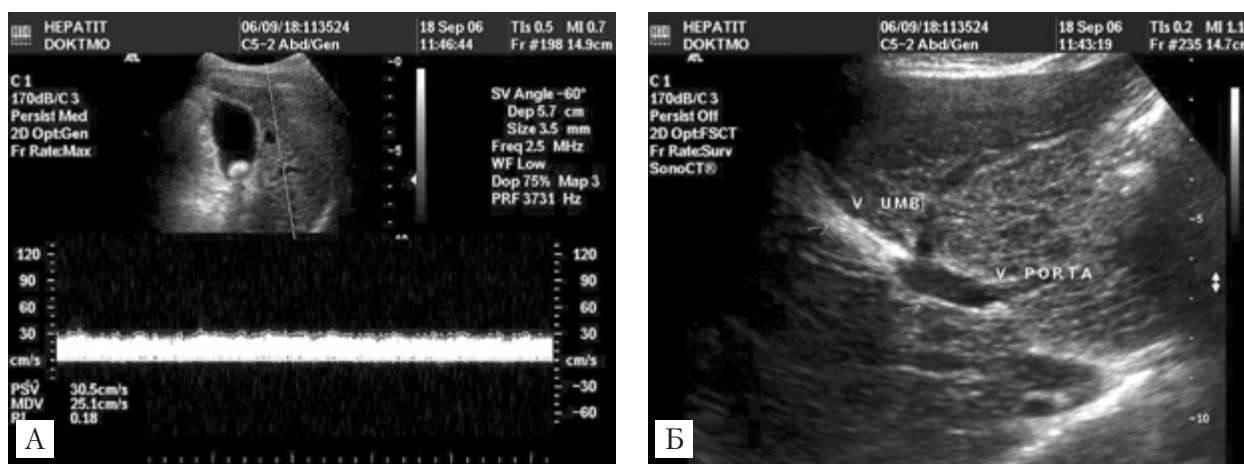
УЗИ органов брюшной полости пациентки В., 29 лет: А — конкремент в полости желчного пузыря; Б — увеличение диаметра портальной вены и реканализация пупочной вены
